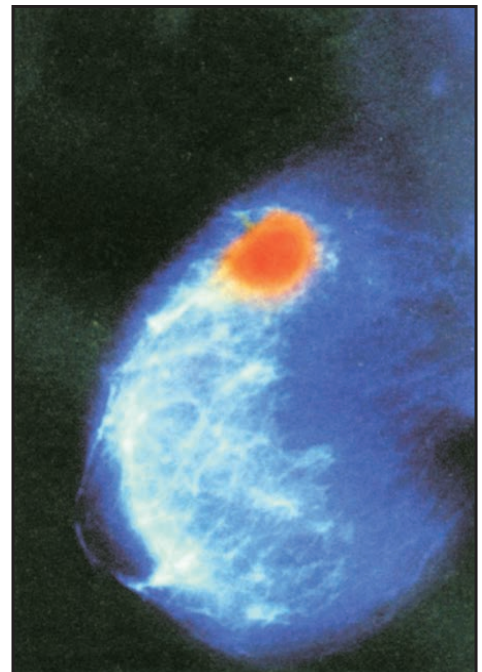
Mamografía mostrando una zona de cáncer de mama (mancha roja). La mamografía es un tipo de radiografía muy efectiva para la detección de tumores en las mamas.
